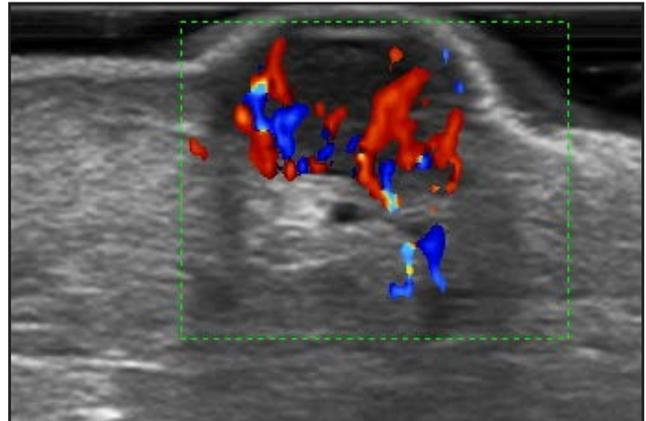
Doppler color: masa hipocóica con claro aumento de la vascularización. Cortesía Dr. Alfageme.
